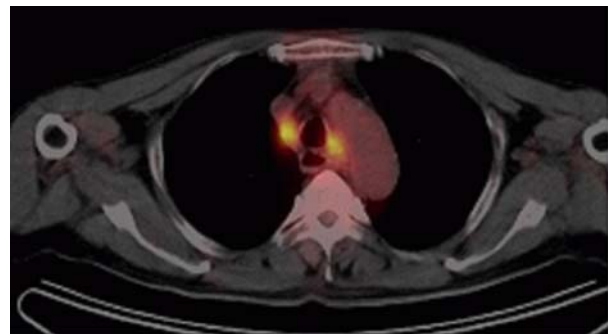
PET CT shows increased uptake in multiple mediastinal lymph nodes.
